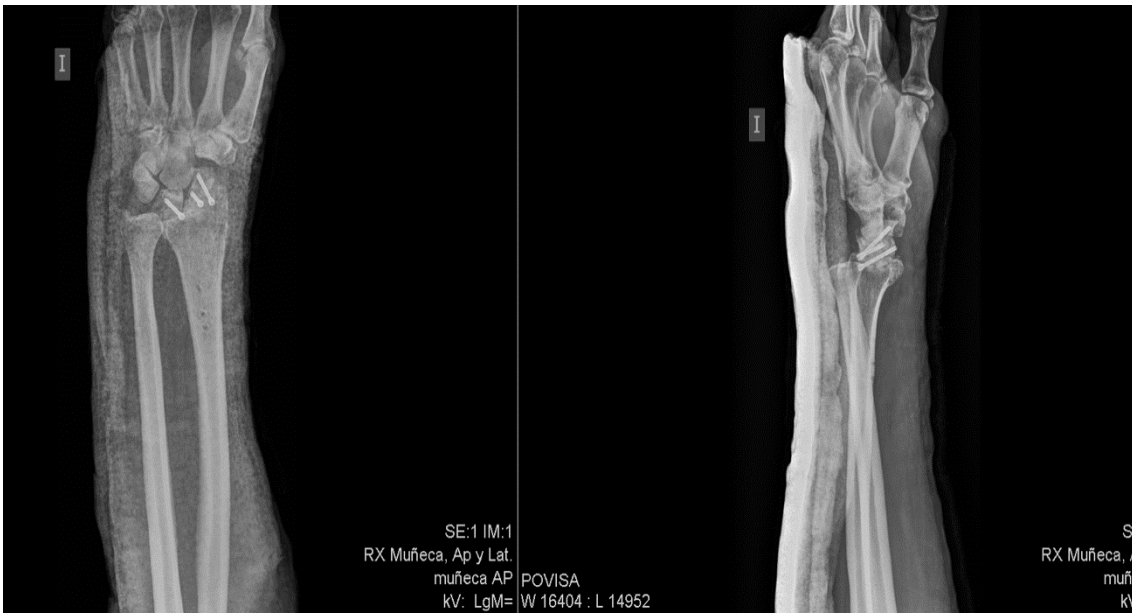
Radiografía al mes de realizar artrodesis radiocarpiana
